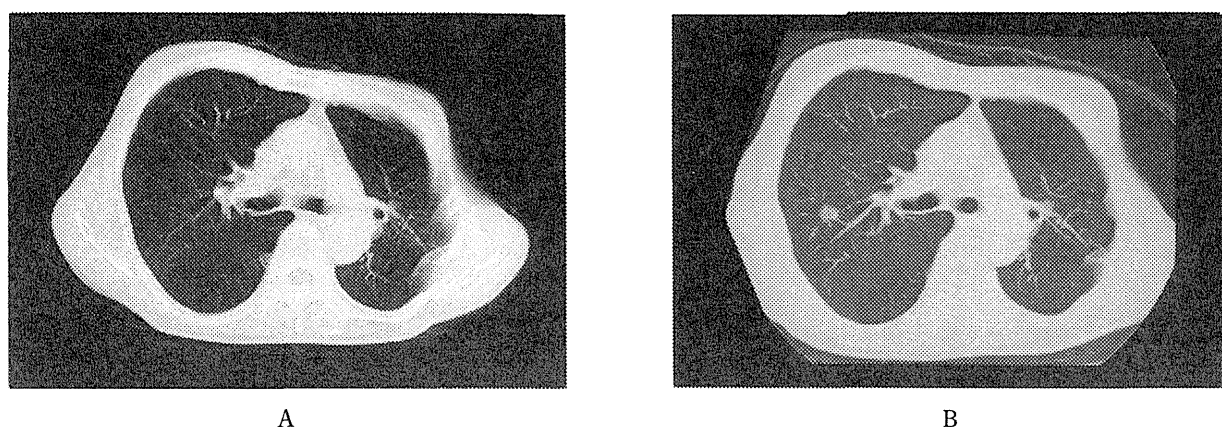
Case 3 confirmed by the follow-up reseach. Chest CT of CT screning on July, 1996 (a) and Chest CT on March, 2000 (b).
